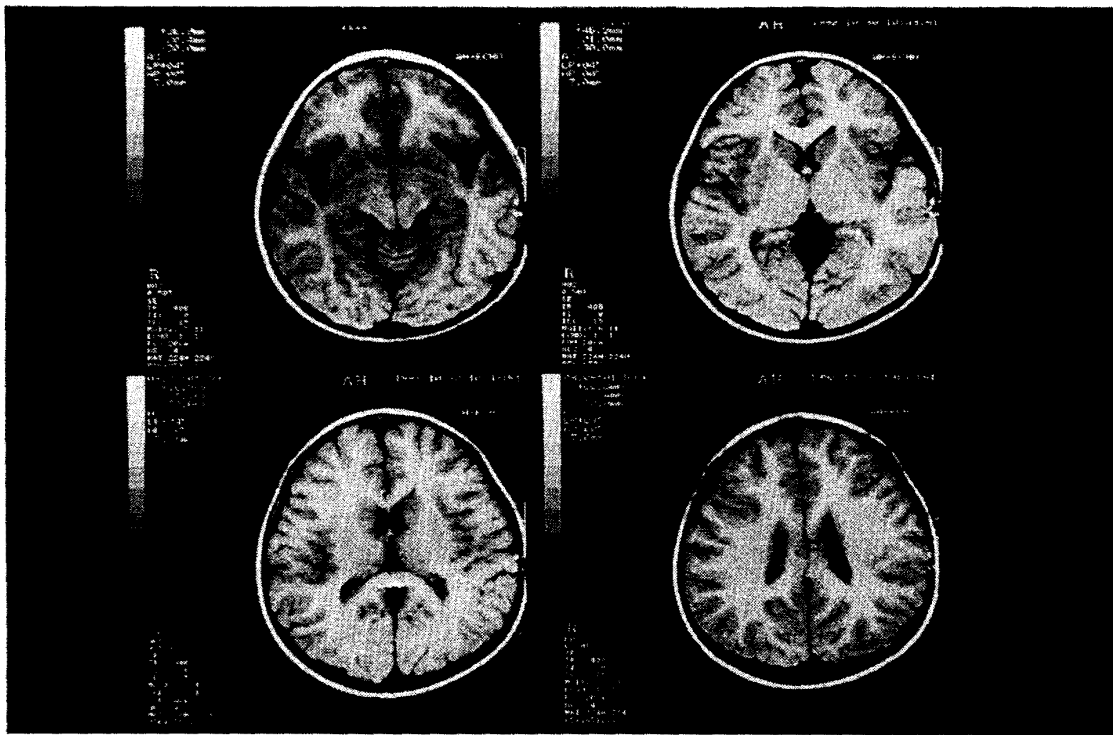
Brain magnetic resonance imaging
